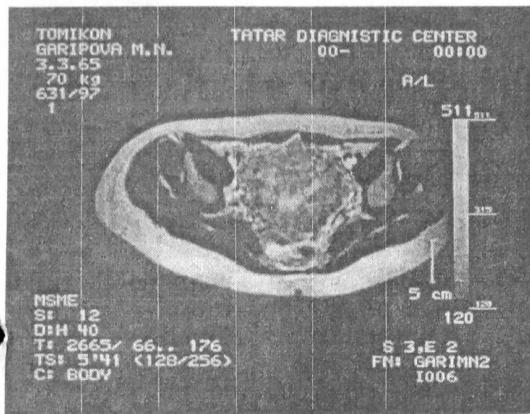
МР-томограмма больной Г.М. Аденомиоз. Аксиальное Т₂-ВИ.
